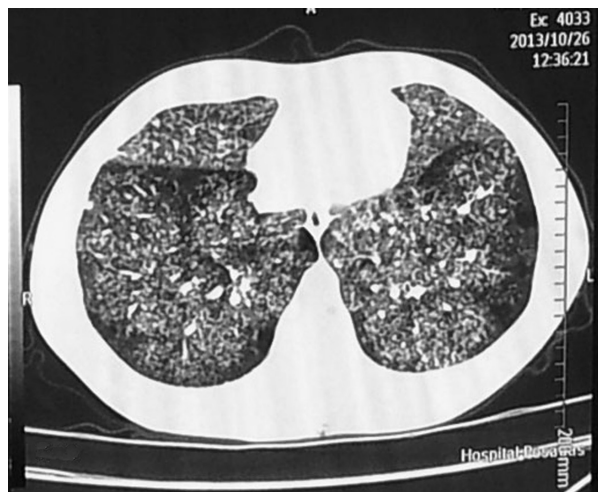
Tomografía computada de tórax con infiltrado micronodulillar bilateral a predominio de lóbulos inferiores y patrón de árbol en brote
